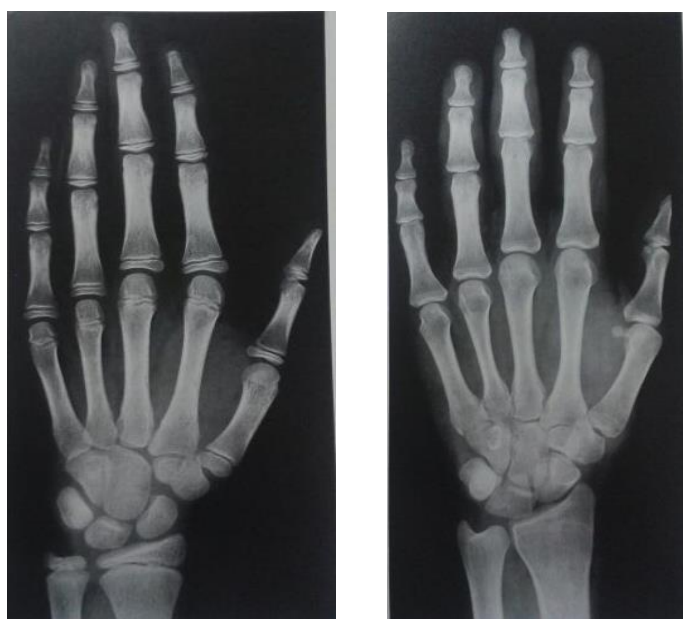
Radiografías demostrativas de maduración ósea de niñas de 10 años (izquierda) y 17 años (derecha).
